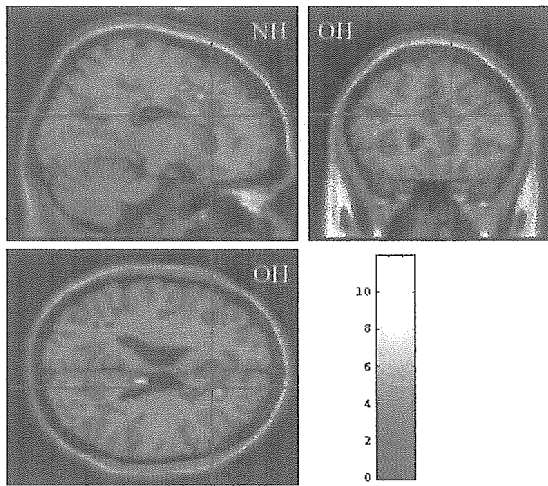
[F-18]DOPA PET のにおいて, FDOPA の取り込みが, 術前と比較して術後有意 ($p < 0.05$) に低下した領域を示す. 非手術側の前部帯状回などで取り込みの低下が認められる. スケールは T value を示す. OH : 手術側, NH : 非手術側.
